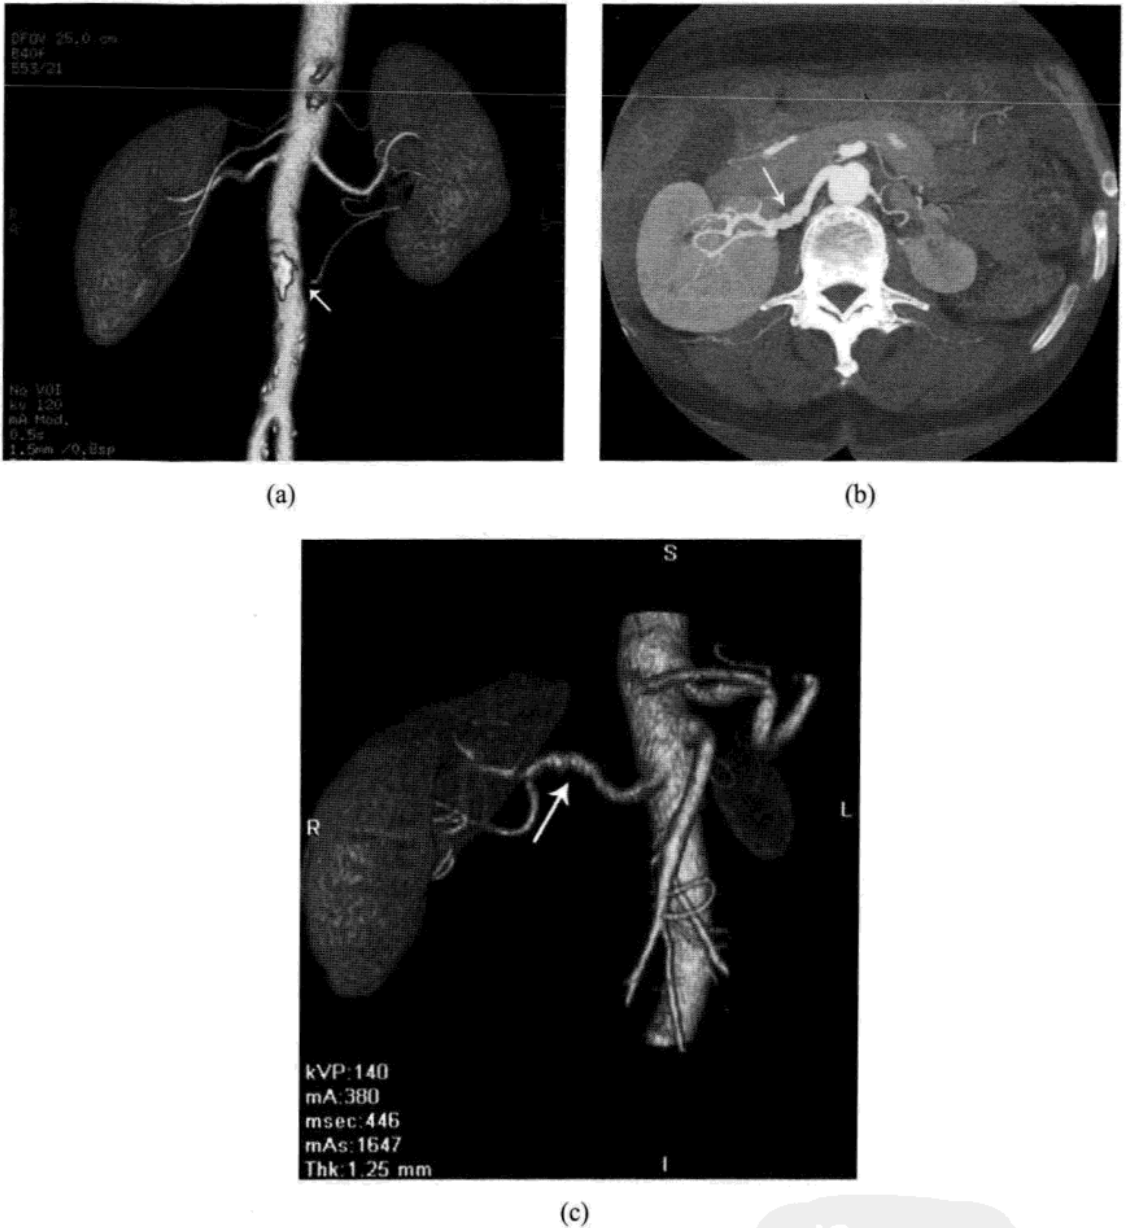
CTA 的 3D 容积成像显示各种形态的肾动脉。(a)典型的由于动脉粥样硬化,左肾动脉下支显著狭窄(箭头所指)。(b)最大密度投影(MIP)的横断面,右肾动脉的中段呈“串珠样”狭窄(箭头所指),为肌纤维发育不良的典型表现。(c)来自于同一患者的 3D 容积显示,表现为同样的发现(箭头所指)。
